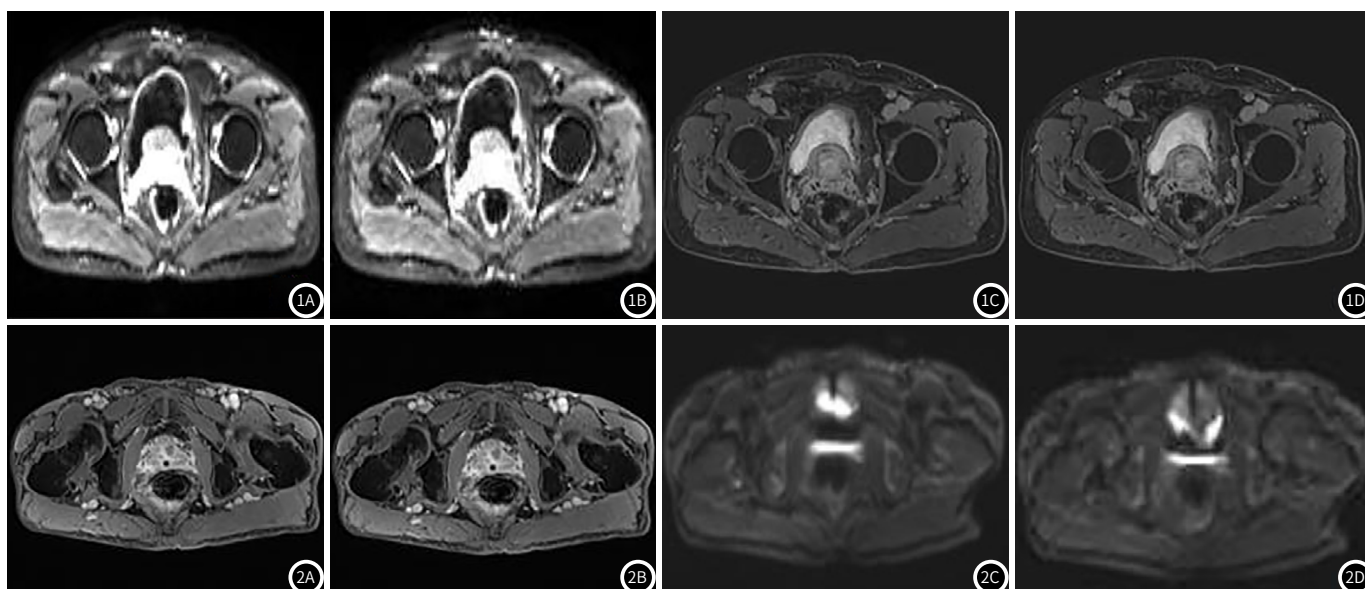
前列腺增生图。图1A~1B: DWI前列腺呈类圆形增大, 向上向前突出, 高B值序列信号较低; 图1C~1D: DCE: 动态增强见前列腺中央强化明显, 外周强化程度相对低。图2 前列腺癌图。图2A~2B: DCE: 动态增强见前列腺左份见不同程度强化结节, 内有低信号区; 图2C~2D: DWI: 前列腺左份见结节影, 弥散受限。
